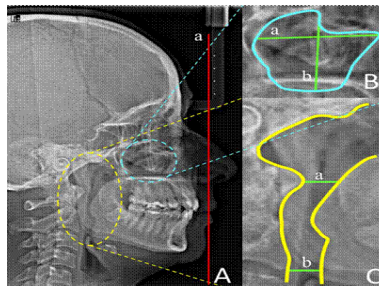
Radiografía Análisis de vía área
